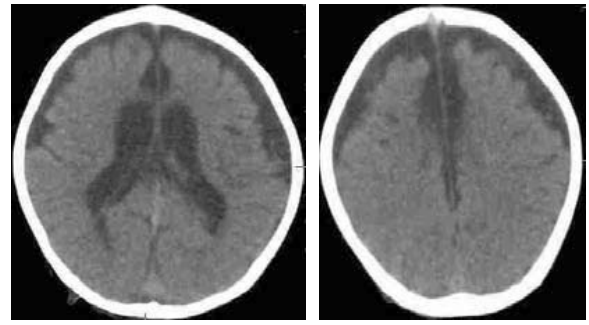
Caz 1. CT-scan – cerebral (secțiune axială): agenezie de corp calos și atrofie corticală fronto-parieto-temporală bilaterală.
